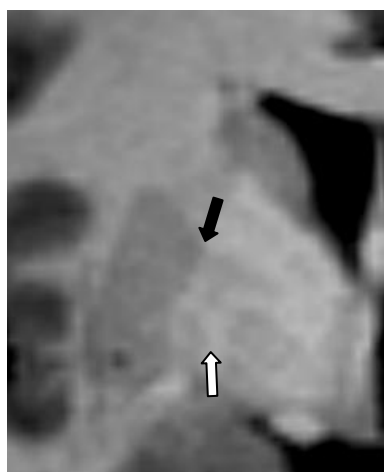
Globo pálido derecho, plano coronal, imagen de RM obtenida mediante secuencia 3DFSPGR. Se aprecian con mucha claridad las láminas medulares medial (flecha blanca) y lateral (flecha negra).
